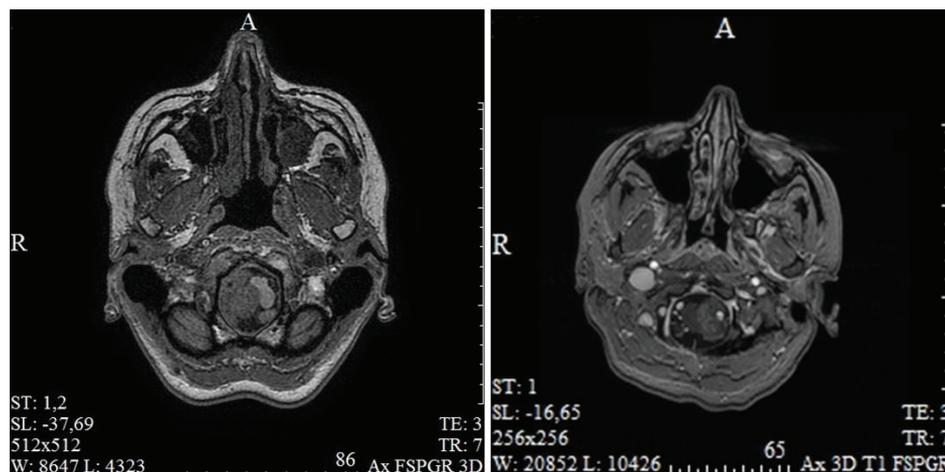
Обрастание позвоночной артерии опухолью (по данным МРТ)
